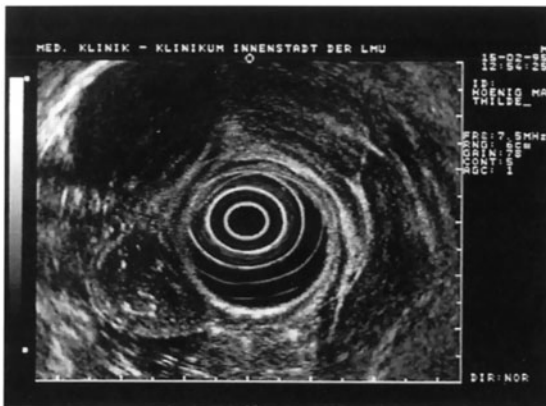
Leiomyom: echoarmer Rundherd mit echodichten Verkalkungen in der Submucosa (Endosonographie)
